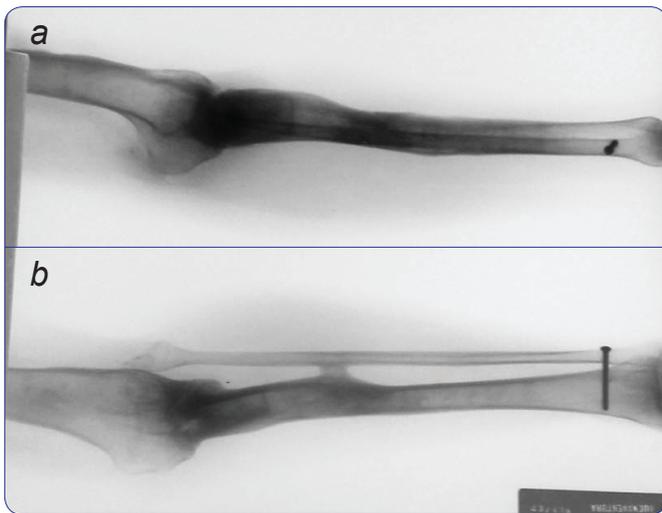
a, b. Radiografías AP y lateral al final de tratamiento, a los 20 meses; se observa una consolidación completa de la artrodesis y de los regenerados sin deformidades.
